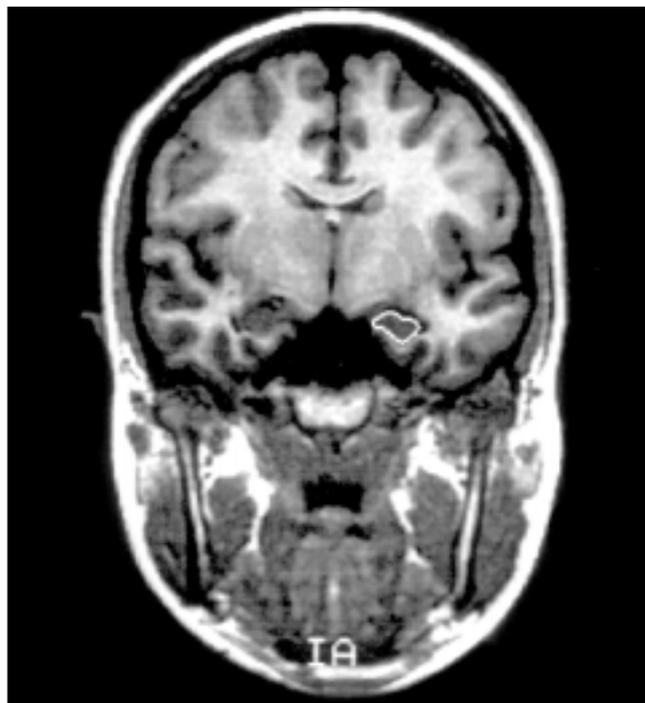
Imagen de resonancia magnética potenciada en T₁. Corte coronal en el que se puede observar y medir el hipocampo mediante sistemas de análisis semiautomático. El hipocampo es la estructura cerebral más directamente relacionada con la capacidad de memorizar nueva información.
